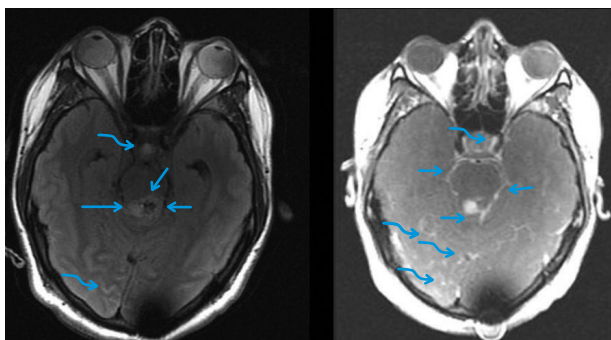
Los cortes axial FLAIR (derecha) y axial T1 con medio de contraste (izquierda) documentaron una alteración de la señal y realce, especialmente alrededor del acueducto y en las cisternas basales, acompañados de un nódulo neoplásico (flecha). También se identificó aumento de la señal y realce con contraste en los surcos cerebrales y en la cisterna supraselar (flechas curvas). Estos hallazgos indicaron la presencia de una diseminación leptomeníngea intracraneana e intraventricular.
